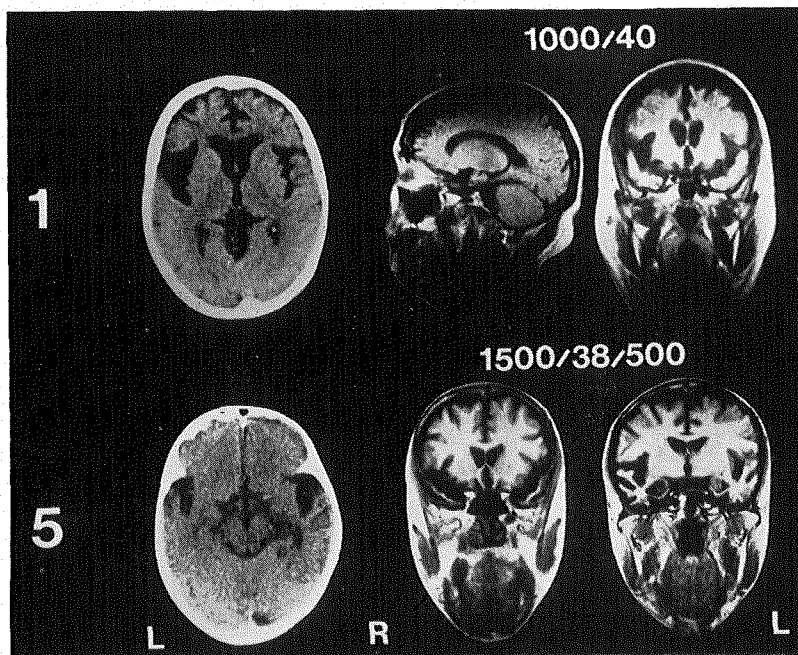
1 : 症例1のCTおよびMRI。前頭葉と側頭葉の萎縮を示す。
